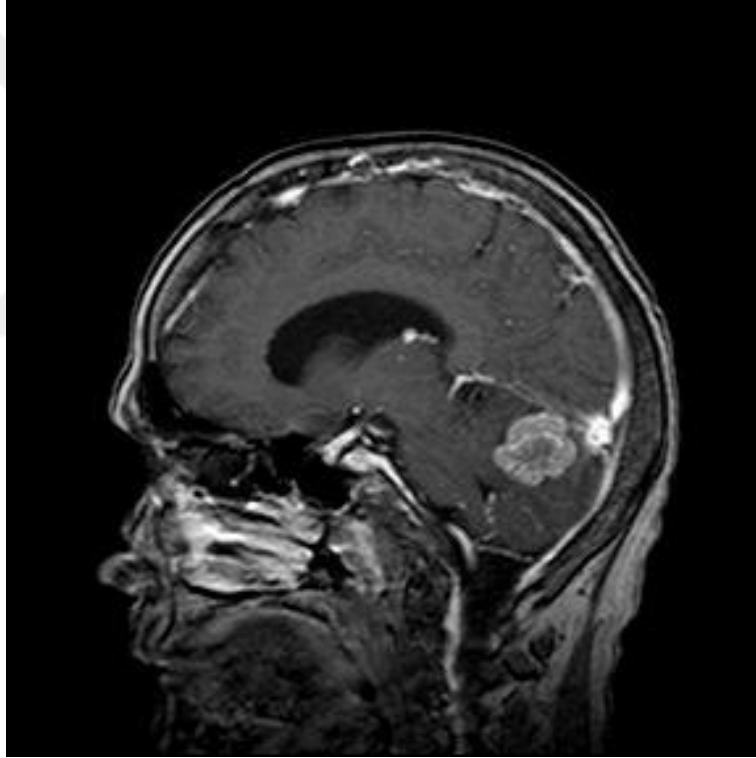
Malign Melanom Metastazı T1 Sekanslı MRG Görünümü
